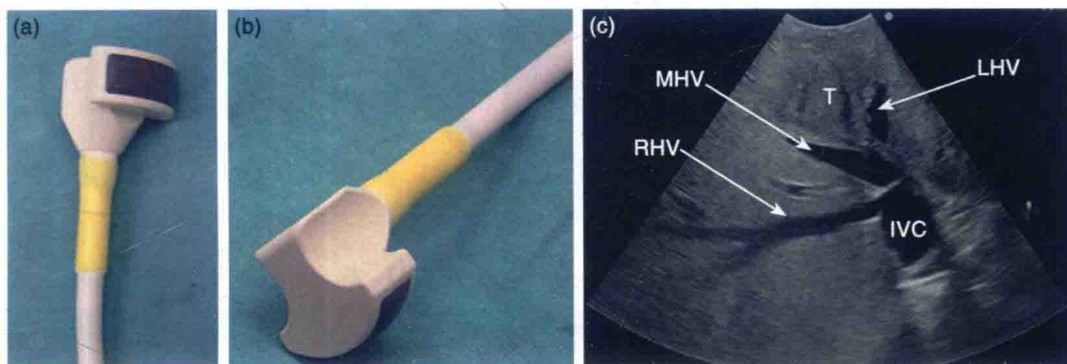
微型凸阵超声探头 (Hitachi-Aloka Medical; Tokyo, Japan) 的 (a) 扫描面与 (b) 背面。(c) 宽频 (2~7MHz) 超声探头显示一个肝脏与肿瘤 (T) 的扫描区域-可识别出肝右静脉 (RHV)、肝中静脉 (MHV) 及肝左静脉 (LHV); 下腔静脉 (IVC)
